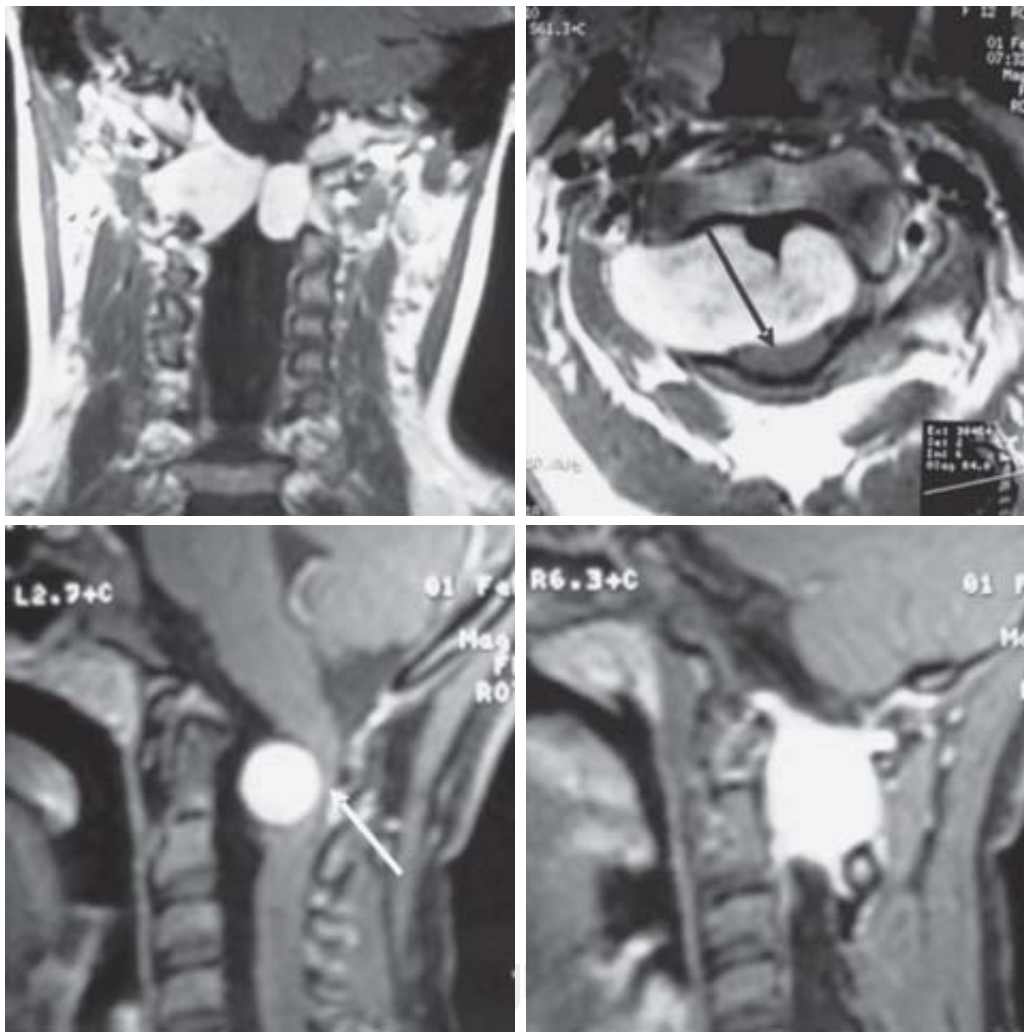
IRM coronal, axial y sagital con Gadolinio. Schwannoma de la vaina radicular C-2 derecha que causa compresión de la médula espinal (flechas).
